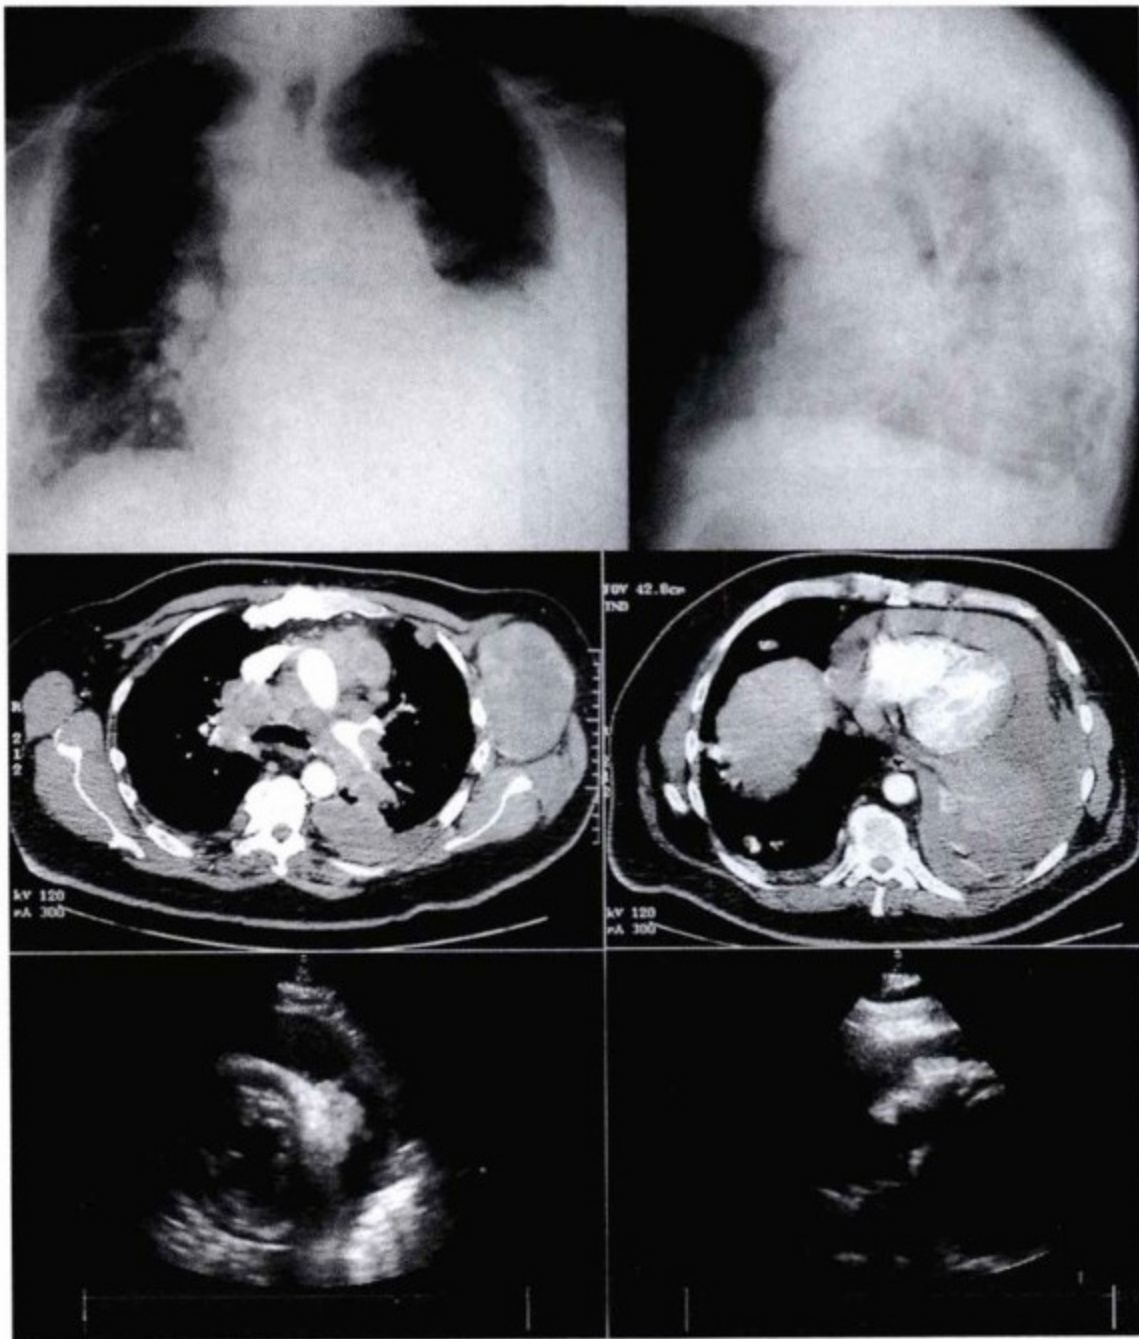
上图:胸片显示心脏增大,左侧胸腔积液,肺门和纵隔增宽,肺内多发病变。中图:增强CT扫描示肺门及纵隔多发淋巴结影,左侧腋窝肿物,心包积液,左侧胸腔积液。下图:经胸超声心动图示中等量心包积液和心脏表面肿物。
